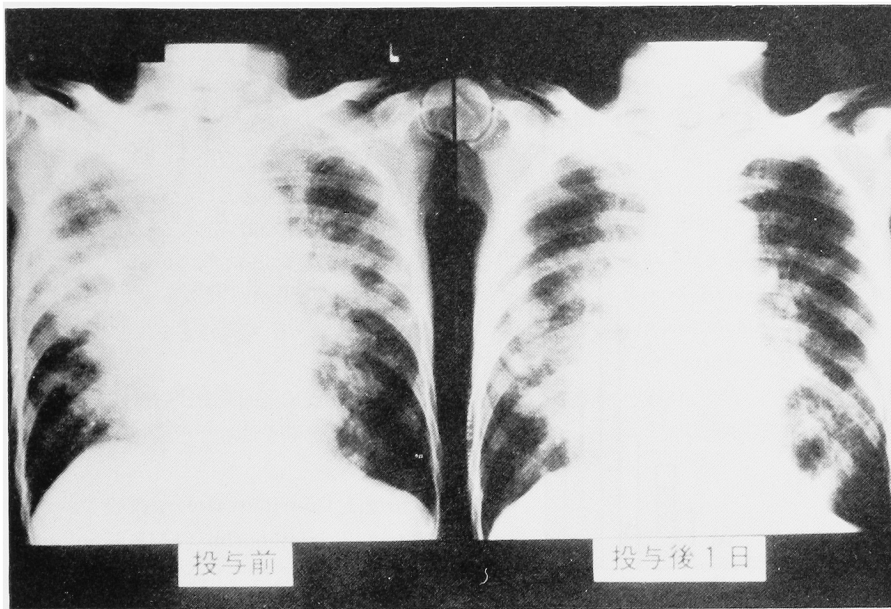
Chest X-ray before and 1 day after treatment
